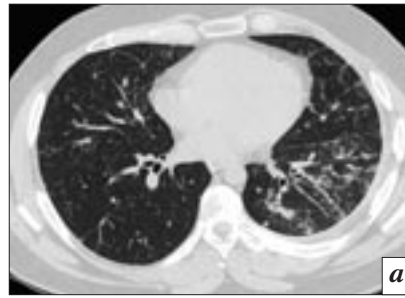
МСКТ, легочное окно. Саркоидоз легких: *а* – уплотнение легочной ткани по типу «матового стекла» в сочетании с очаговыми изменениями; *б* – уплотнение легочной ткани по типу «матового стекла» в сочетании с ретикулярными изменениями.
